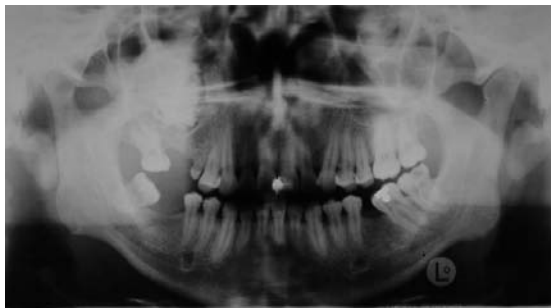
Ortopantomografía mostrando seno maxilar ocupado por fibrodisplasia
